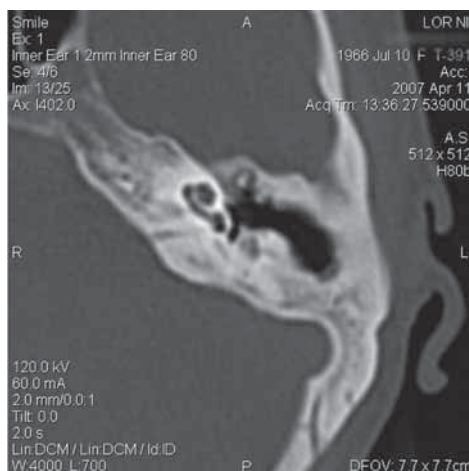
КТ височных костей пациента с хроническим средним отитом, состояние после радикальной операции.
